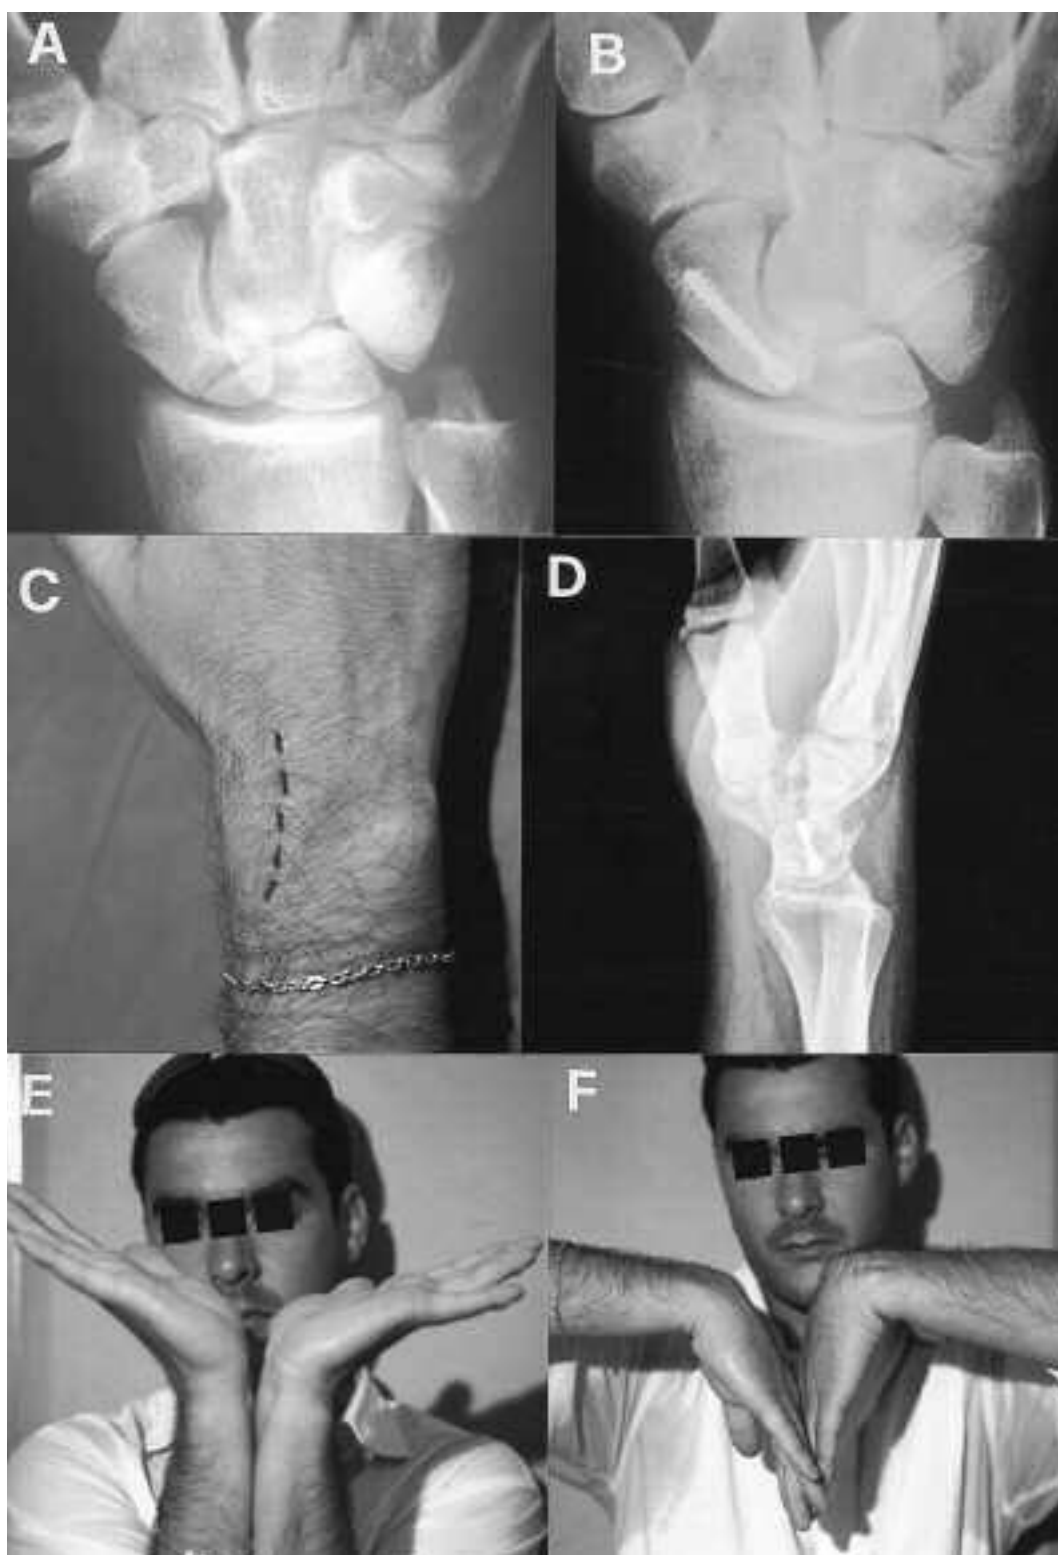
Frattura del polo prossimale dello scafoide (A) trattata con osteosintesi con vite di Herbert (B) per via dorsale, in senso prossimo-distale (C). Il controllo radiografico in proiezione laterale mostra il corretto orientamento dello scafoide (D). Il controllo clinico a distanza (E-F) mostra un buon recupero della motilità attiva con modesto deficit residuo della flessione.
